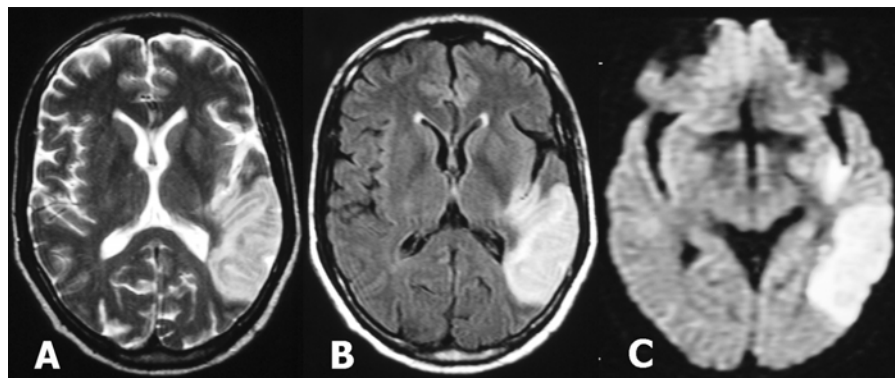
Infarto isquêmico temporoparietal esquerdo. Imagens axiais. A) Série pesada em T2 pela técnica *fast spin-echo*. B) Técnica *FLAIR*. C) Série sensível à difusão.
